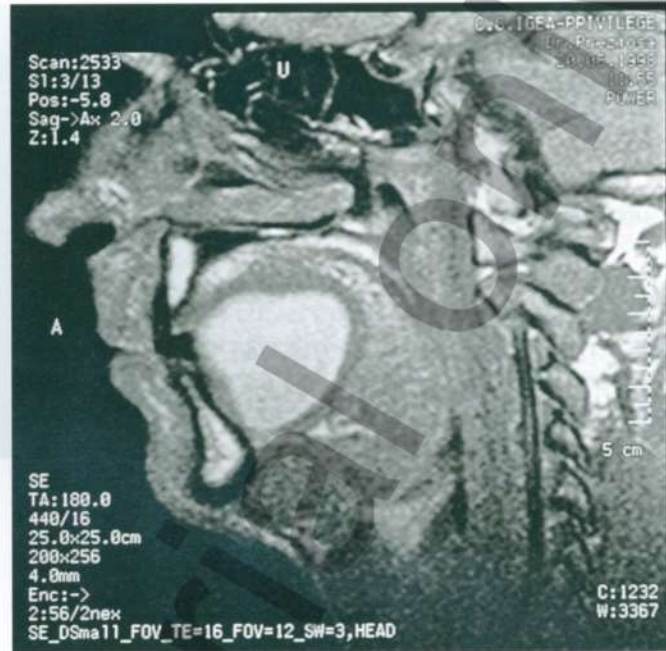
Магнитно-резонансная томограмма лица, демонстрирующая дисэмбриогенетическую кисту дна полости рта большого размера.
